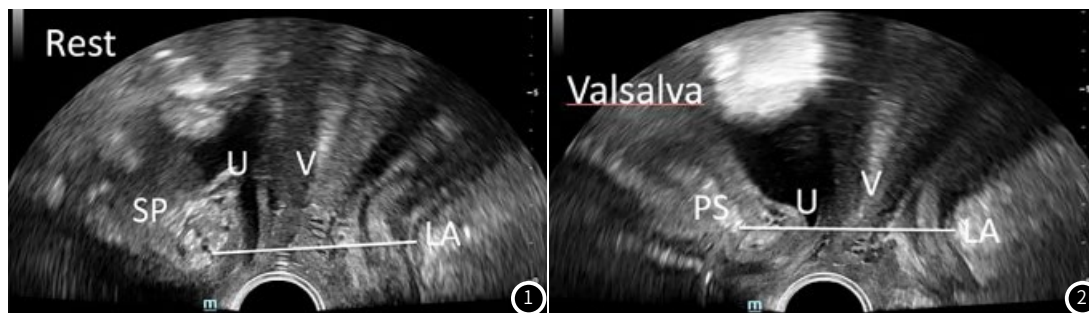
静息状态初产妇经会阴超声盆底正中矢状切面,图中实线标注为肛提肌裂孔前后径测量线。PS:耻骨联合;U:尿道;V:阴道;LA:肛提肌。图2 有效Valsalva状态初产妇经会阴超声盆底正中矢状切面,图中实线标注为肛提肌裂孔前后径测量线。PS:耻骨联合;U:尿道;V:阴道;LA:肛提肌。
